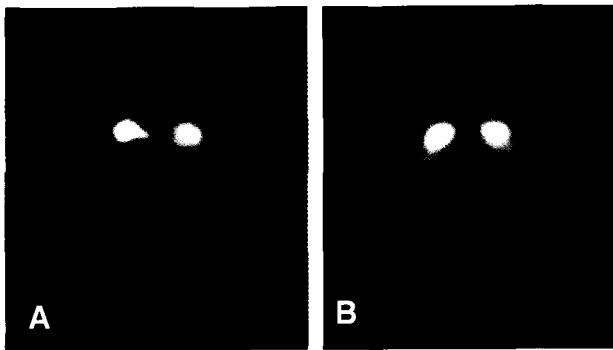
Comparison of DAT imaging in Parkinson disease and drug-induced parkinsonism. FP-CIT SPECT shows reduced DAT density in (A) Parkinson disease, but in (B) a patient (f/86 yr) with levosulpiride-induced parkinsonism, it is normal.
